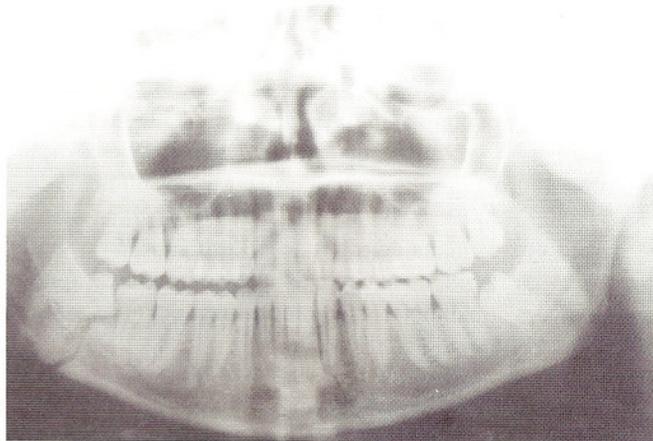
Foto da radiografia pré-operatória.
